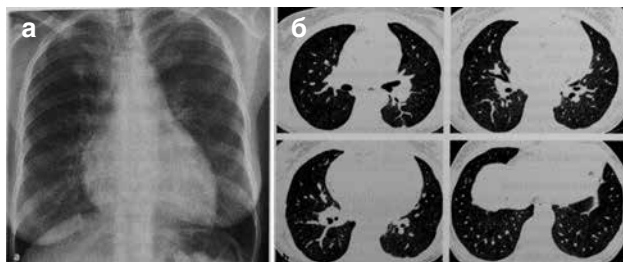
ЛИП у женщины 45 лет. На рентгенограмме ОГК сетчато-узелковые затемнения (а). На КТ можно рассмотреть преимущественно затемнения в виде «матового стекла» и отдельные тонкостенные кисты (б)
